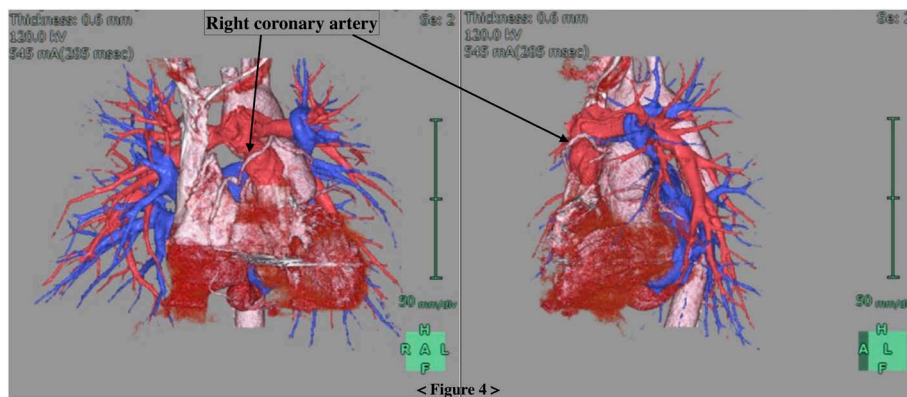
Preoperative computed tomography showed the right ventricular outflow tract narrowing and pulmonary stenosis. A right coronary artery runs in front of the right ventricular outflow tract.
